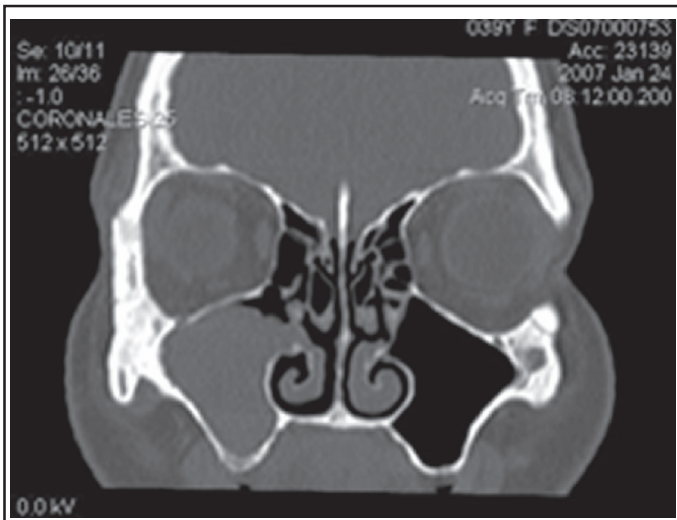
TDM en coupe coronale montrant un aspect " macro-lobulé " de la surface tumorale maxillaire droite.
